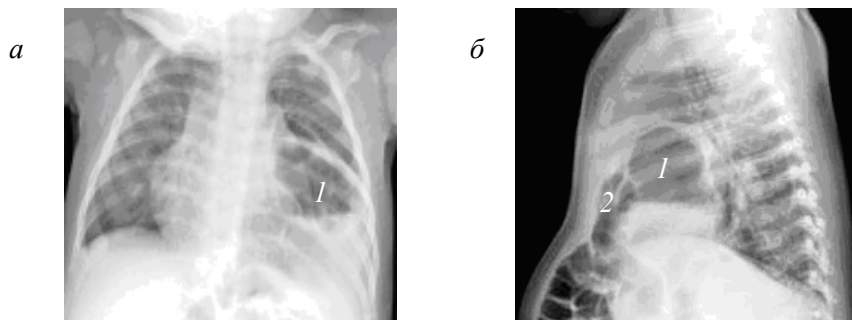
Оглядові рентгенограми органів грудної клітки в прямій (а) та лівій бічній (б) проєкціях дитини з парастернальною грижею діафрагми: пролабування шлунка (1) і петель кишечника (2) в грудну порожнину
